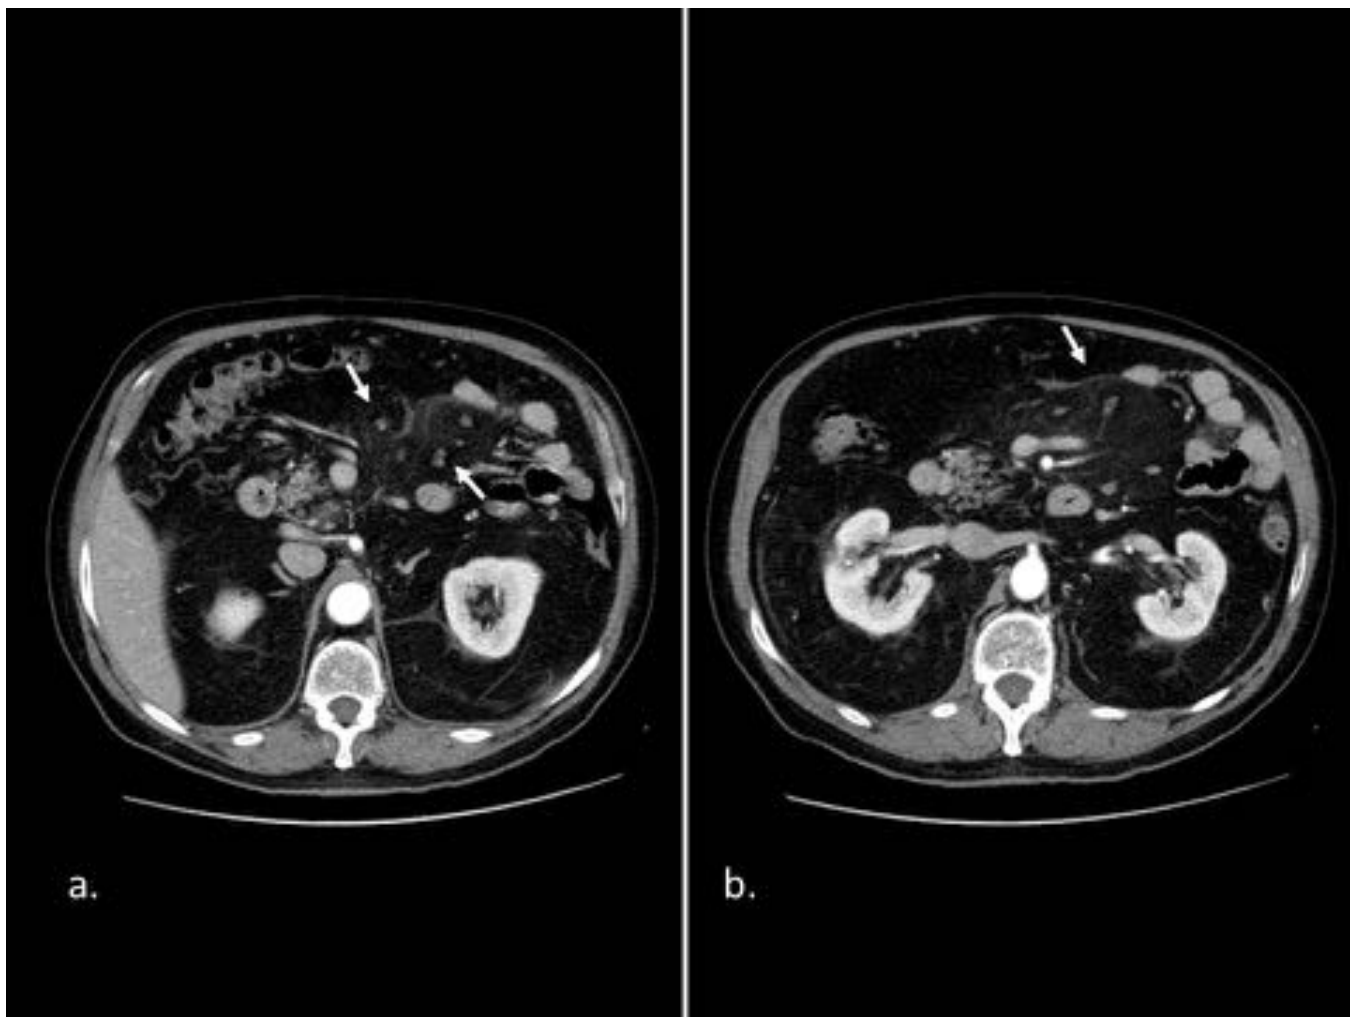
Paniculitis mesentérica en varón de 74 años con dolor abdominal epigástrico. (a) Imagen de TC axial con contraste iv que muestra en la raíz del mesenterio de yeyuno un aumento difuso de la atenuación, con respecto de la grasa alrededor de los vasos y los ganglios (“signo del anillo”) (flechas). (b) Imagen de TC axial con contraste iv unos centímetros caudal a (a) donde se identifica el aumento difuso de atenuación delimitado por una fina pseudocápsula (flecha).
